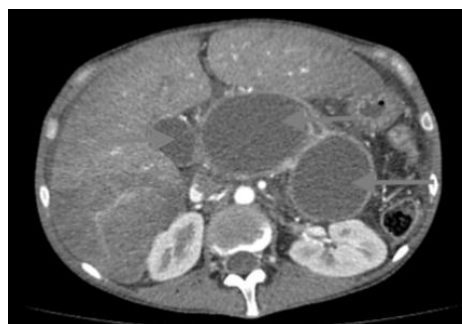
Дифференциация кист при проведении компьютерной томографии
